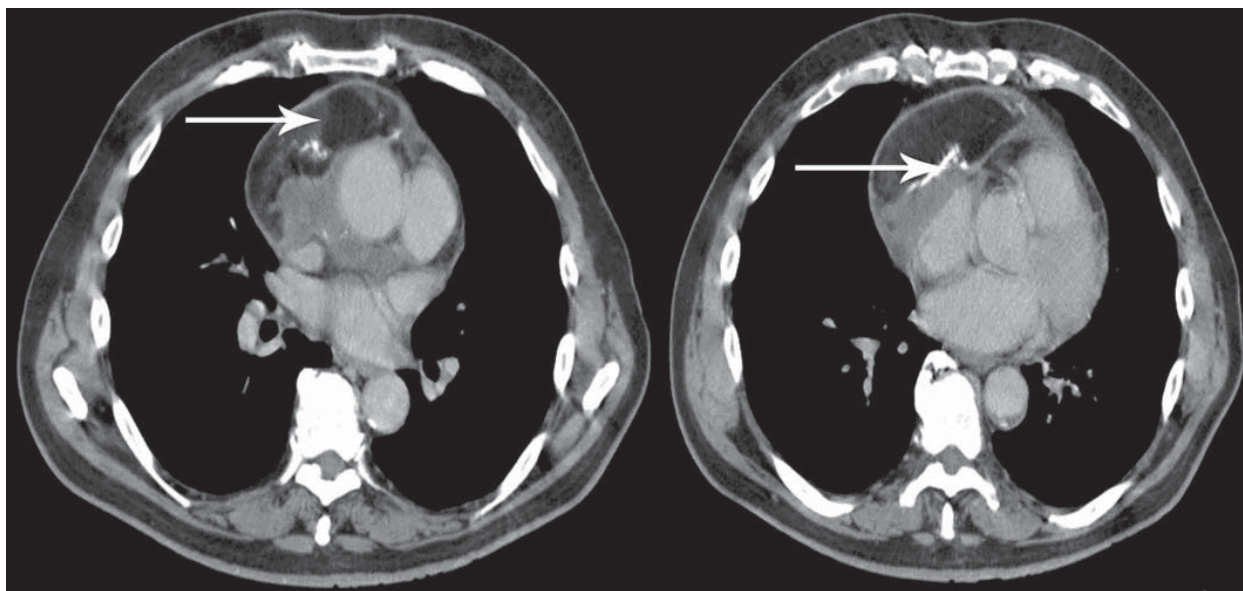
КТ з внутрішньовенним контрастуванням до операції (стрілками позначене інтраперикардіальне новоутворення з ділянками петрифікації).
